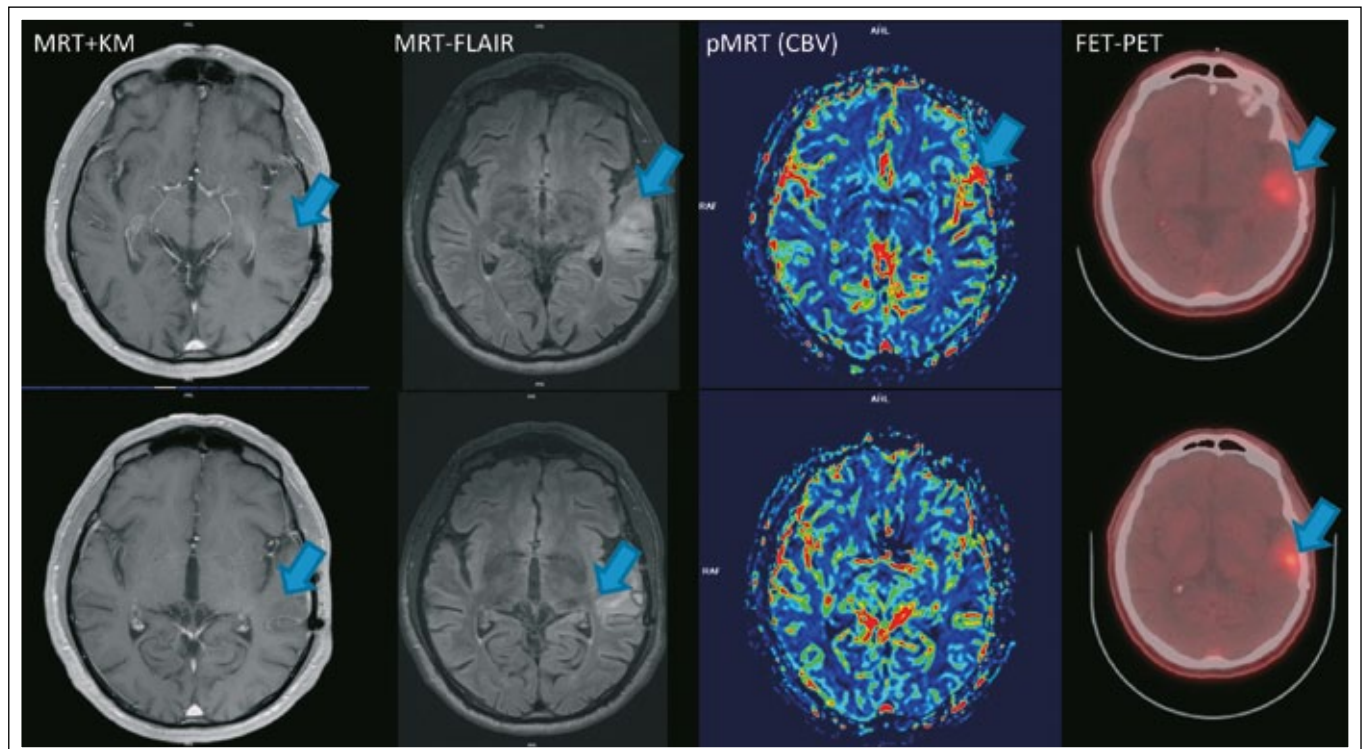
MRT (KM/FLAIR/pMRT) und FET-PET vom September 2013. Leichte KM-Aufnahme, zunehmende T2-hyperintense Läsion, sowie beginnende Hyperperfusion in der pMRT (CBV), als indirekte Zeichen einer Malignisierung. Ebenso in der FET-PET-Untersuchung vermehrter Tracer-Uptake links-temporal (Tumorbereich mit Pfeil markiert)
